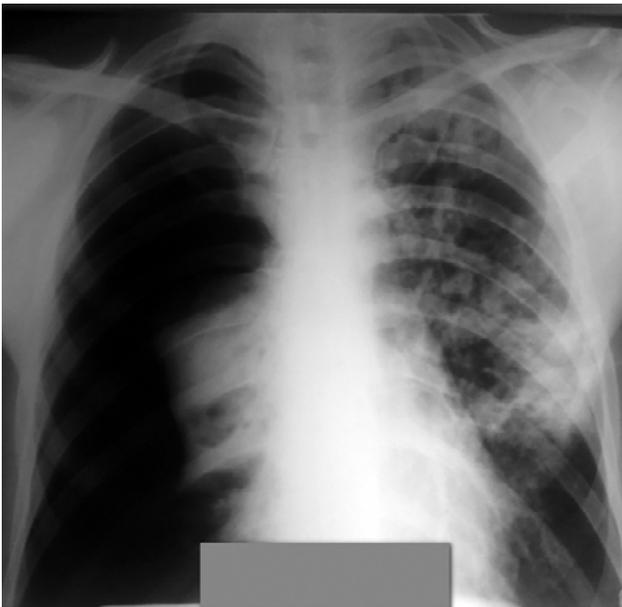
На обзорной рентгенограмме ОГК от 19.01.2016 г. — справа легкое полностью коллабировано. В левом легком по всем полям очаговые и фокусные тени, в S1-2-6 - инфильтраты с полостями распада.
